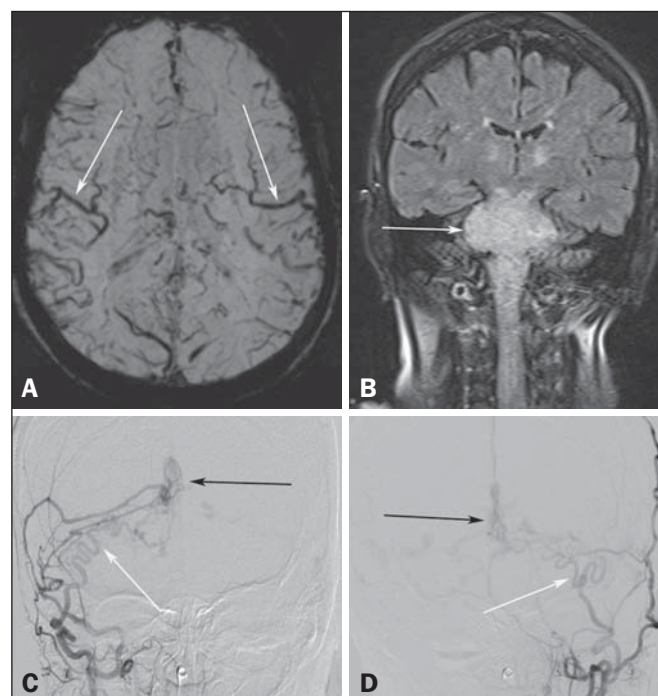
A: corte axial na sequência SWI mostrando veias superficiais numerosas e calibrosas representando a congestão venosa. B: corte coronal na sequência FLAIR mostrando hipersinal e aumento de volume do tronco cerebral mimetizando tumor cerebral. C,D: Angiografia digital com técnica de subtração identificando a natureza bilateral do suprimento arterial (setas brancas) e o *nidus* (setas pretas) formado pela fístula.
